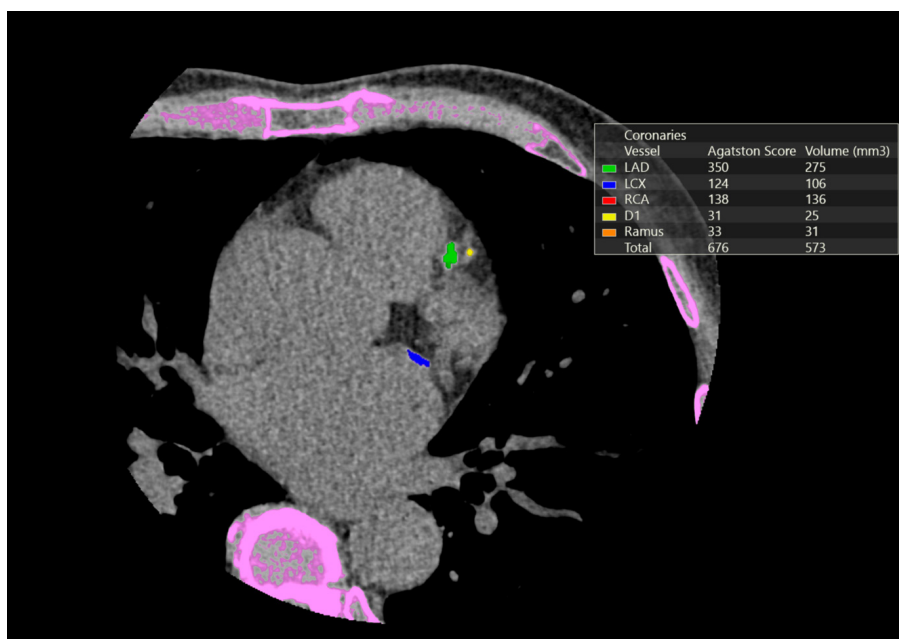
Методика вимірювання CAC Score. Чоловік, 71 рік, CAC Score = 676 (LAD = 350, LCX = 124, RCA = 138, D1 = 31, Ramus = 33). На зображенні з товщиною зрізу 0,5 мм візуалізуються кальціновані бляшки у проксимальному сегменті LAD (зображені зеленим кольором), проксимальному сегменті LCX (зображені синім кольором), D1 (зображені жовтим кольором). Пацієнту одразу було виконано КТ-коронарографію, де виявлено значимі стенози у проксимальному сегменті LAD та проксимальному сегменті LCX
